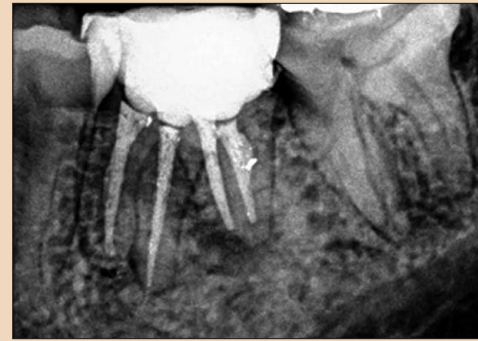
36 nu.lu dişin tanı radyografisi.
